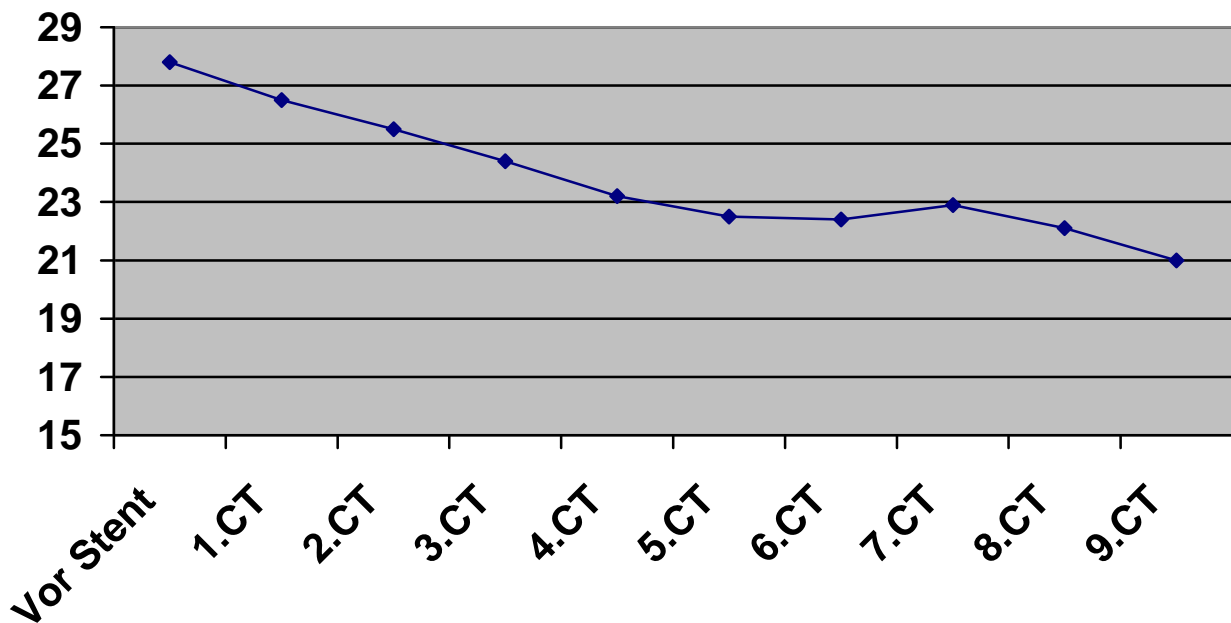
Durchschnittlich gemessene Fläche des Aneurysmas zum jeweiligen Kontroll-CT
